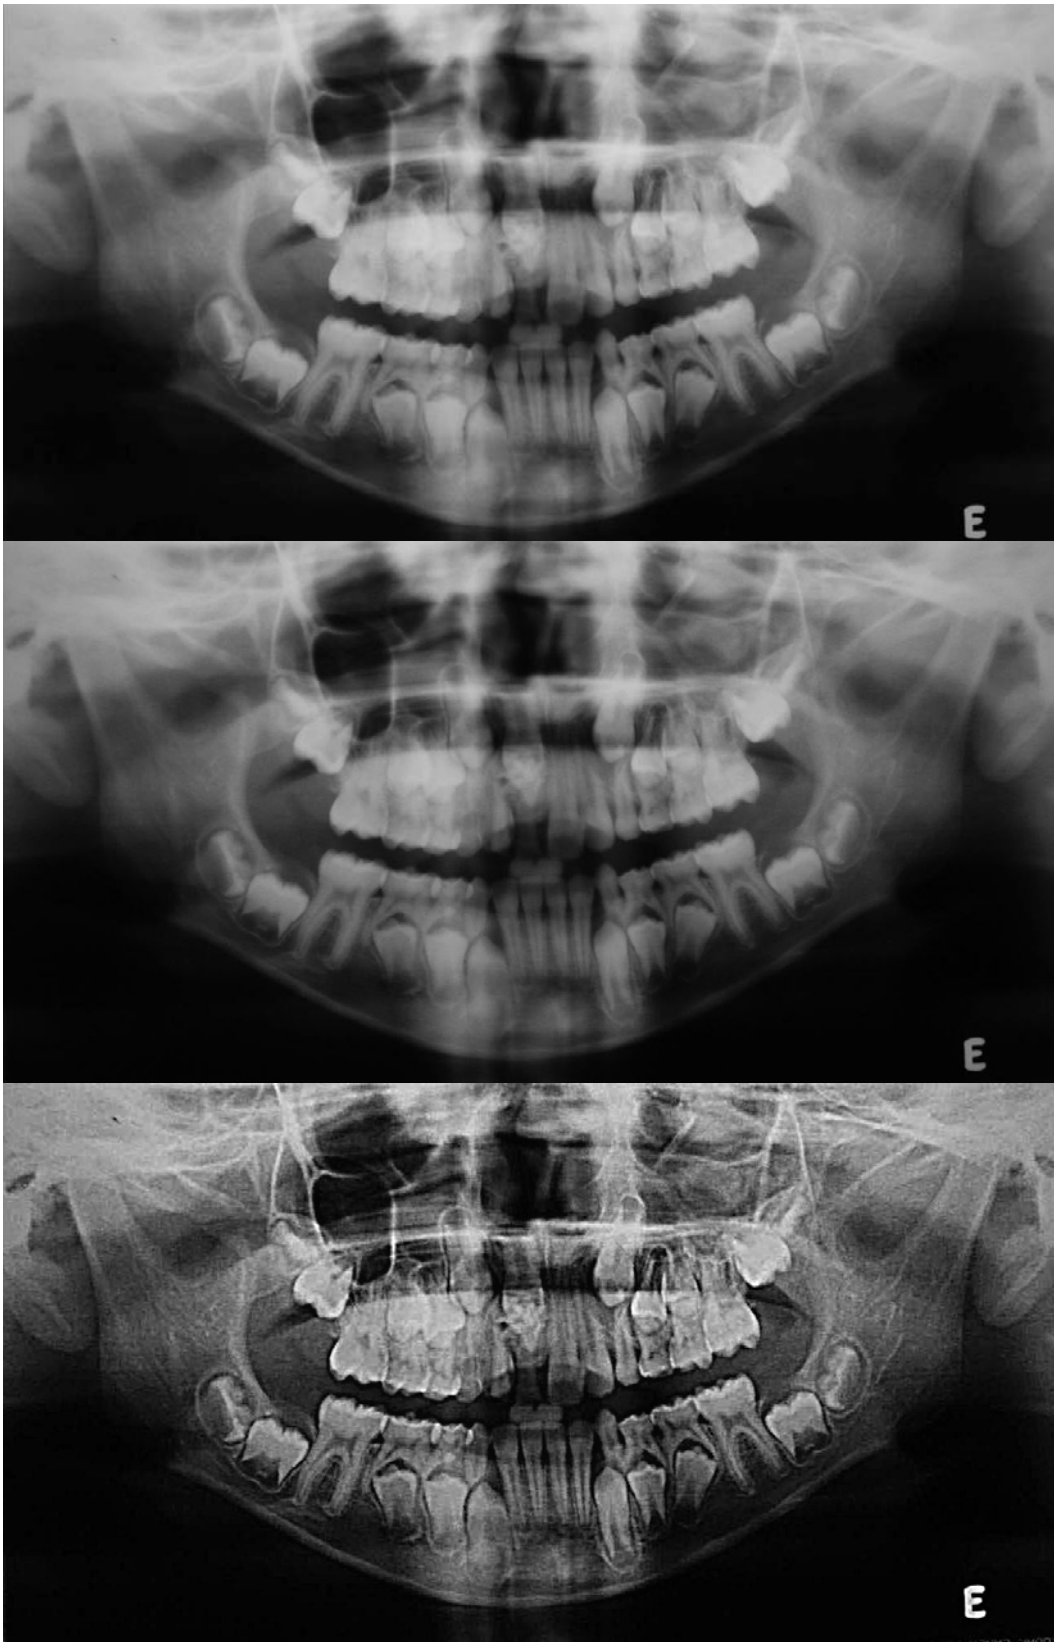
Radiografias panorâmicas. Na seqüência a superior, sem ajuste de imagem, a do meio com ajuste de brilho e contraste, e a inferior com uso do filtro “Tornar Nítido - Aplicação Inteligente de Nitidez”.
